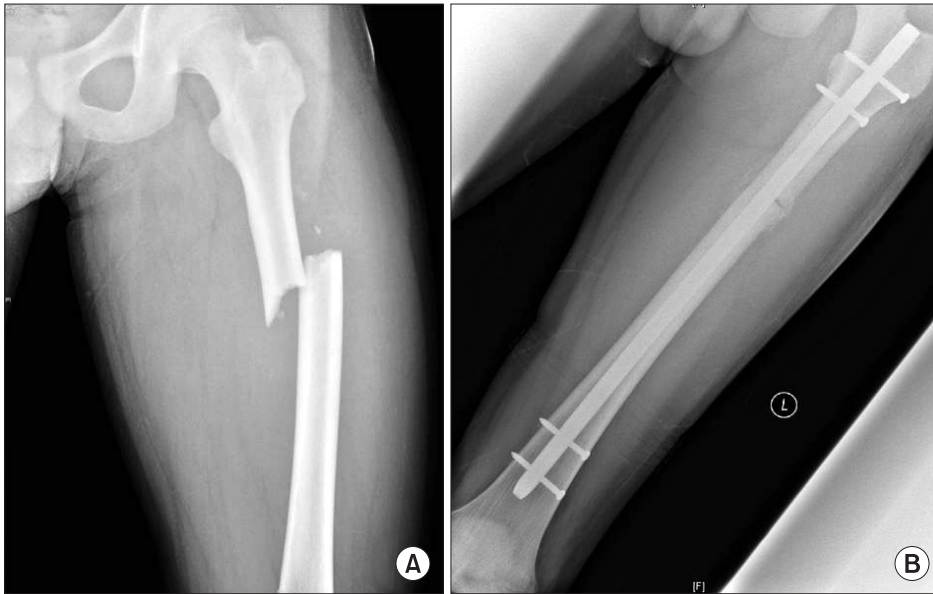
An 18-year-old male had a traffic accident. (A) Preoperative radiograph showing the shaft of the femur fracture. (B) The radiograph of the femur taken six weeks after the operation showing callus formation at the fracture site.
